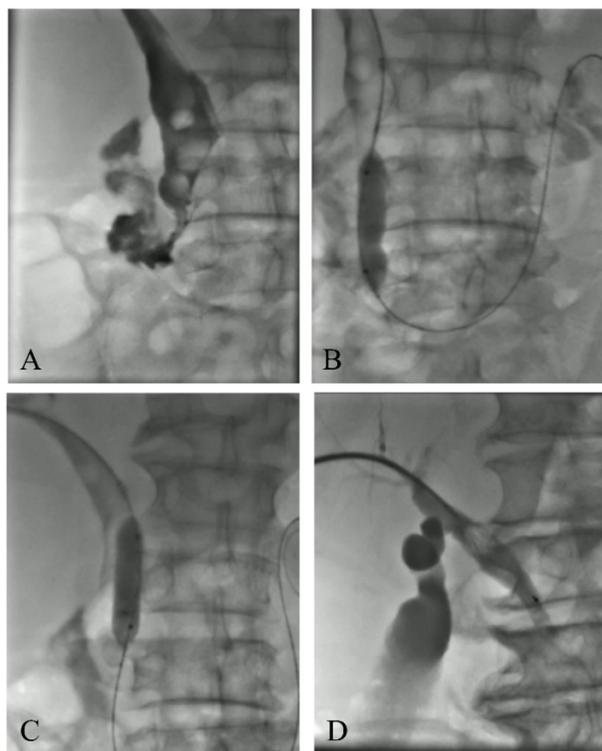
患者彩色多普勒超声或数字减影血管造影影像
